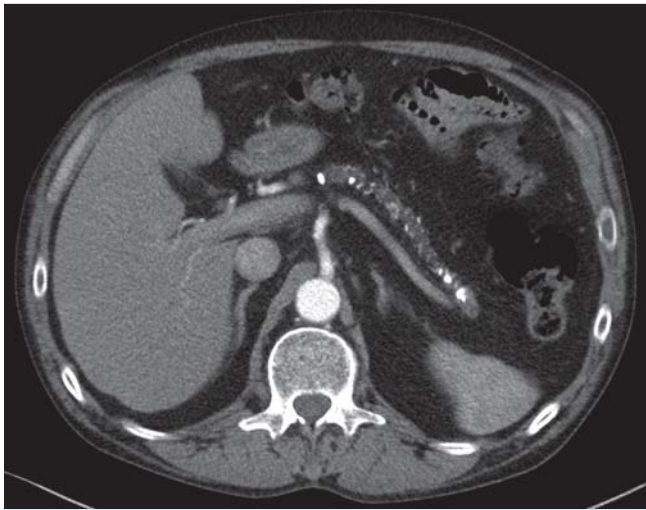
48-jähriger Patient mit chronischer Pankreatitis (Cambridge 4): Im kontrastgestützten CT des Oberbauchs zeigen sich multiple Verkalkungen im atrophierten Pankreasparenchym.
